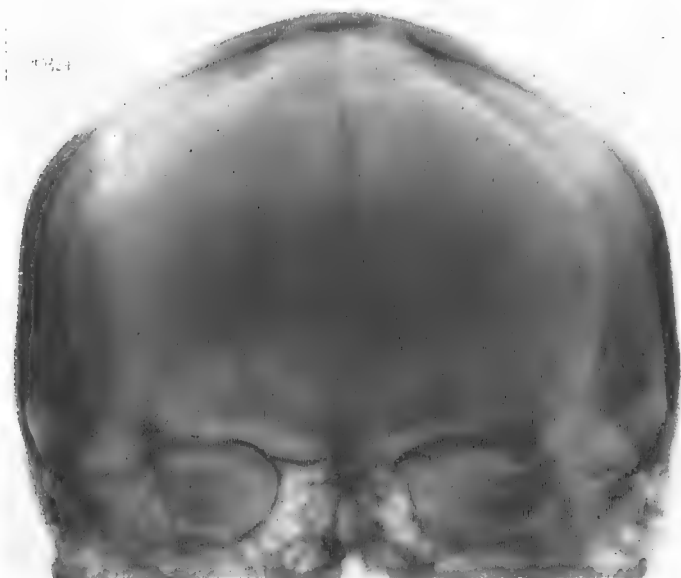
Obs n° 439/34. La calcification de la faux, chez un éthylique, sous la forme de deux gouttes opaques et allongées, situées sur une ligne médiane. Sur la radiographie latérale, la calcification est aussi visible.
